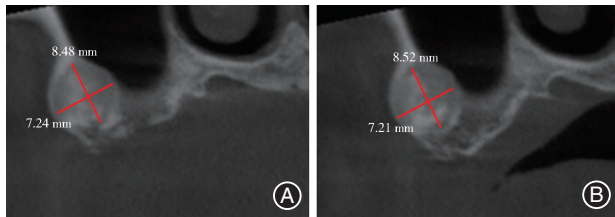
骨纤维异常增殖症(FD)患者病变区域锥形束CT测量对比 A:2018年;B:2024年。
